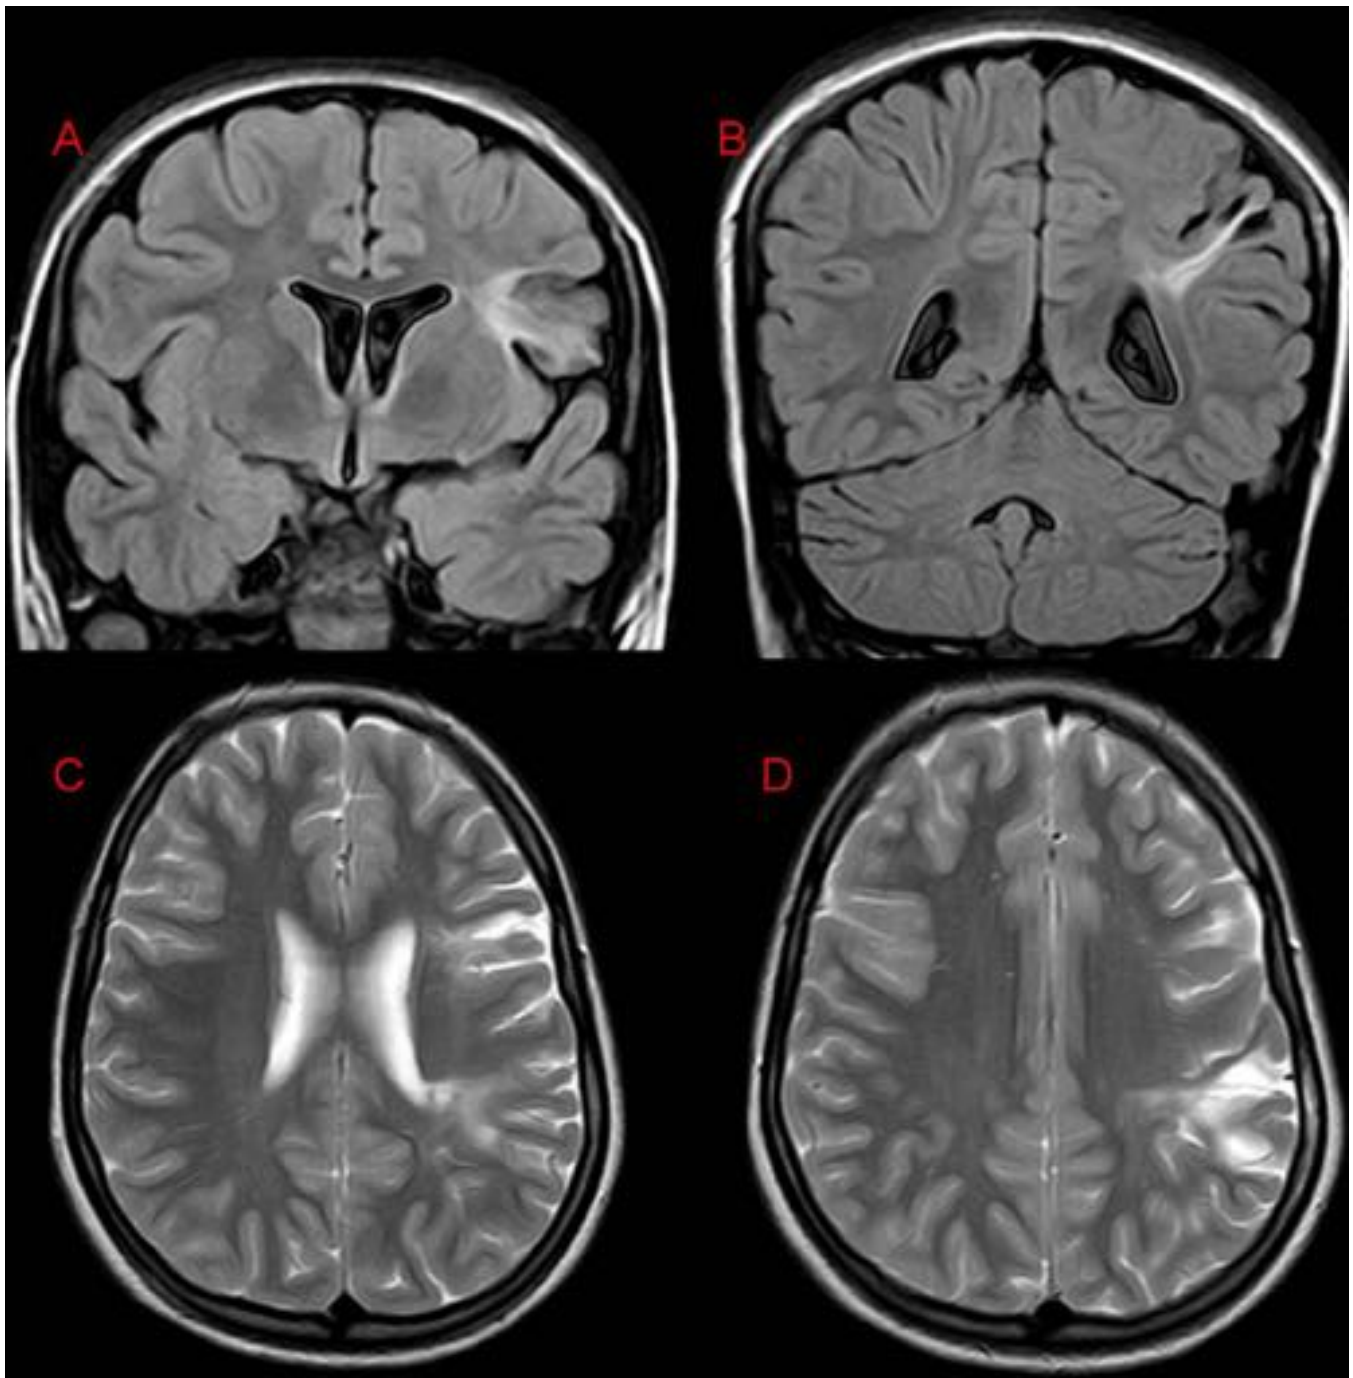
FIGURA 5. A y B. Coronal FLAIR. C y D. Axial T2. Se observan dos lesiones en corteza frontal izquierda caracterizadas por una alteración en el patrón giral de las circunvoluciones con aumento evidente de la señal de la SB subcortical que se extiende hasta el ventrículo. Compatible con DCF transcortical (tipo II) frontal multifocal.
